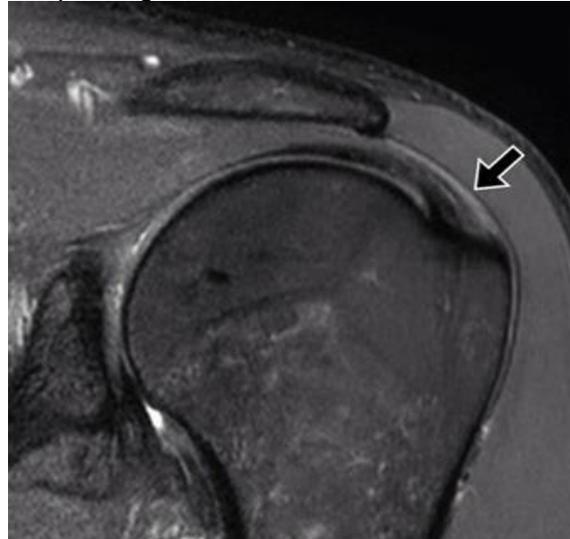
Normales MRI der Schulter, Pfeil zeigt die Supraspinatussehne. [ ]
